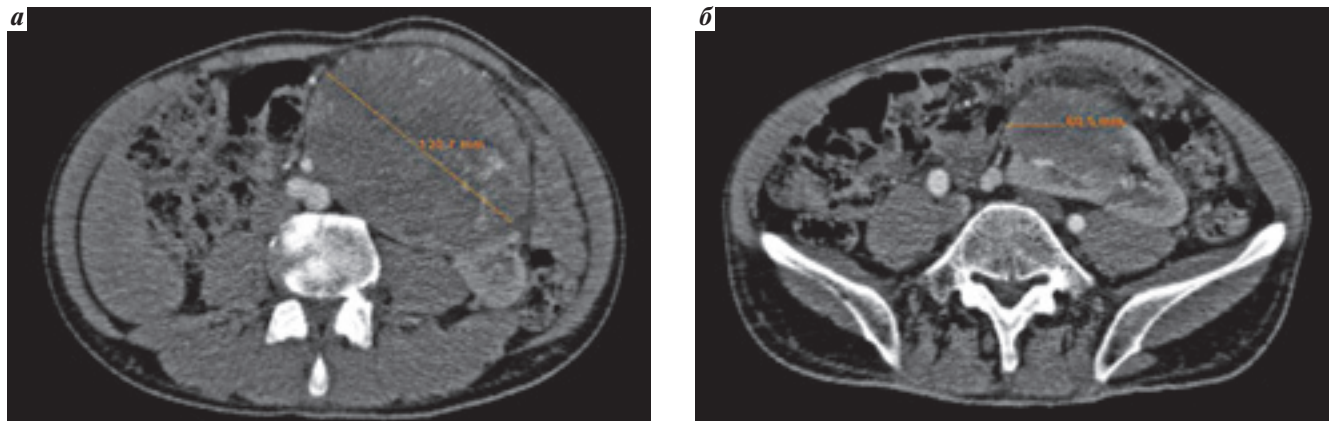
КТ-картина опухоли подковообразной (S-образной перекрестно дистопированной) почки у больного Б.: а — срез на уровне поясничного отдела позвоночника; б — срез на уровне крестцового отдела позвоночника
